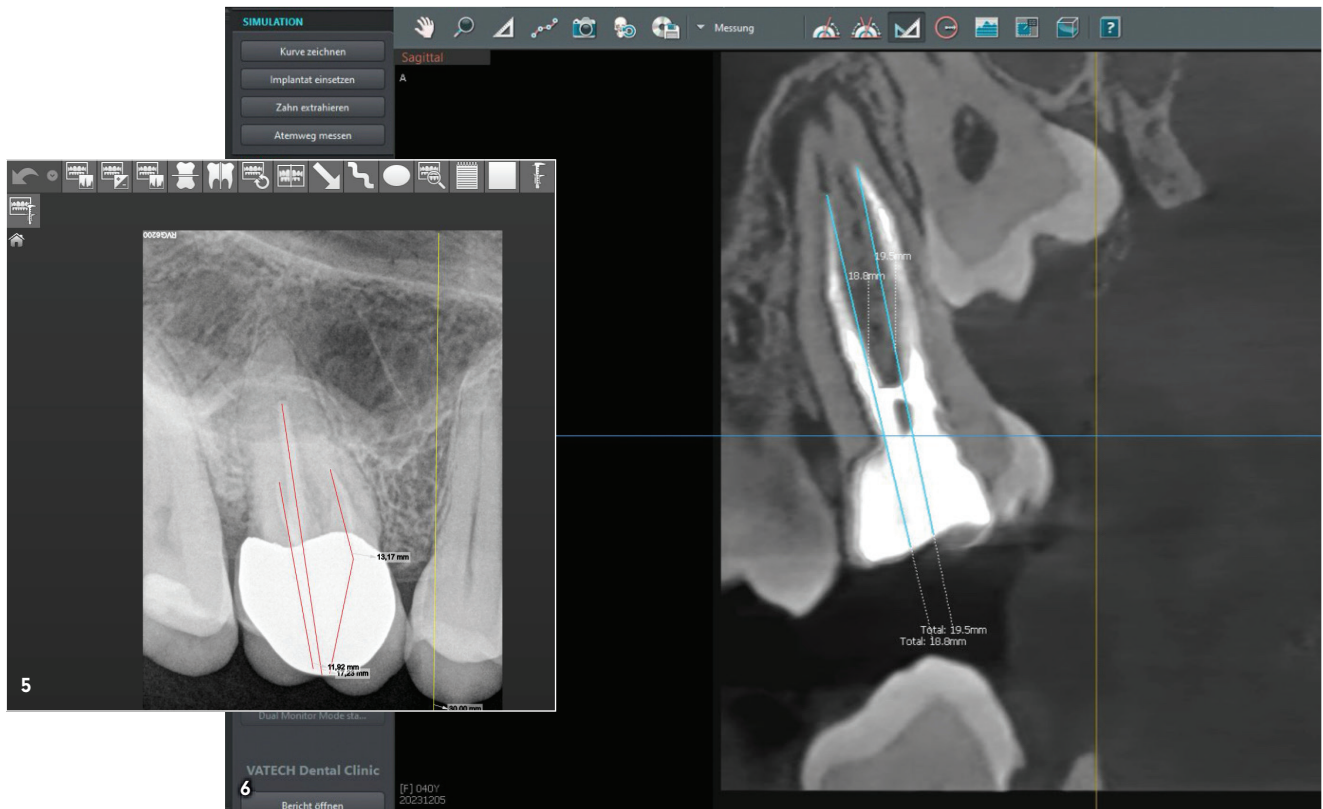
Messung GP, Röntgensensor. – Abb. 6: Messung GP, DVT.
